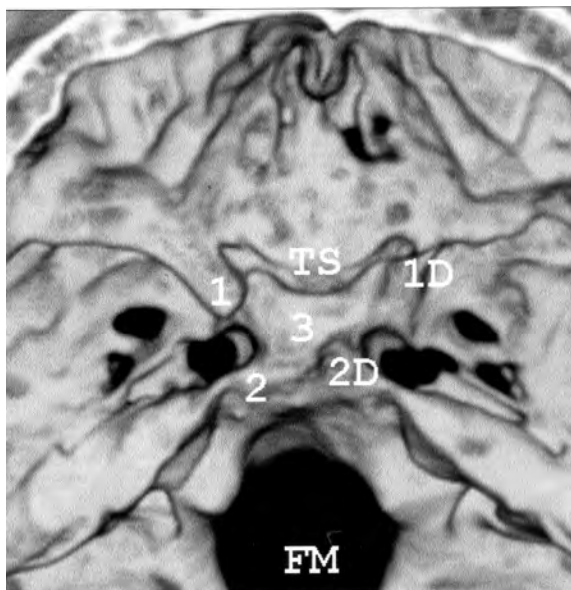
TC de la cara endocranial de la base del crani. TS, *tuberculum sellae*; 1, apòfisi clinoide esquerra; 1D, idem, dreta; 2, idem, posterior; 2D, idem, dreta; 3, terra de la sella; FM, foramen magnum.
